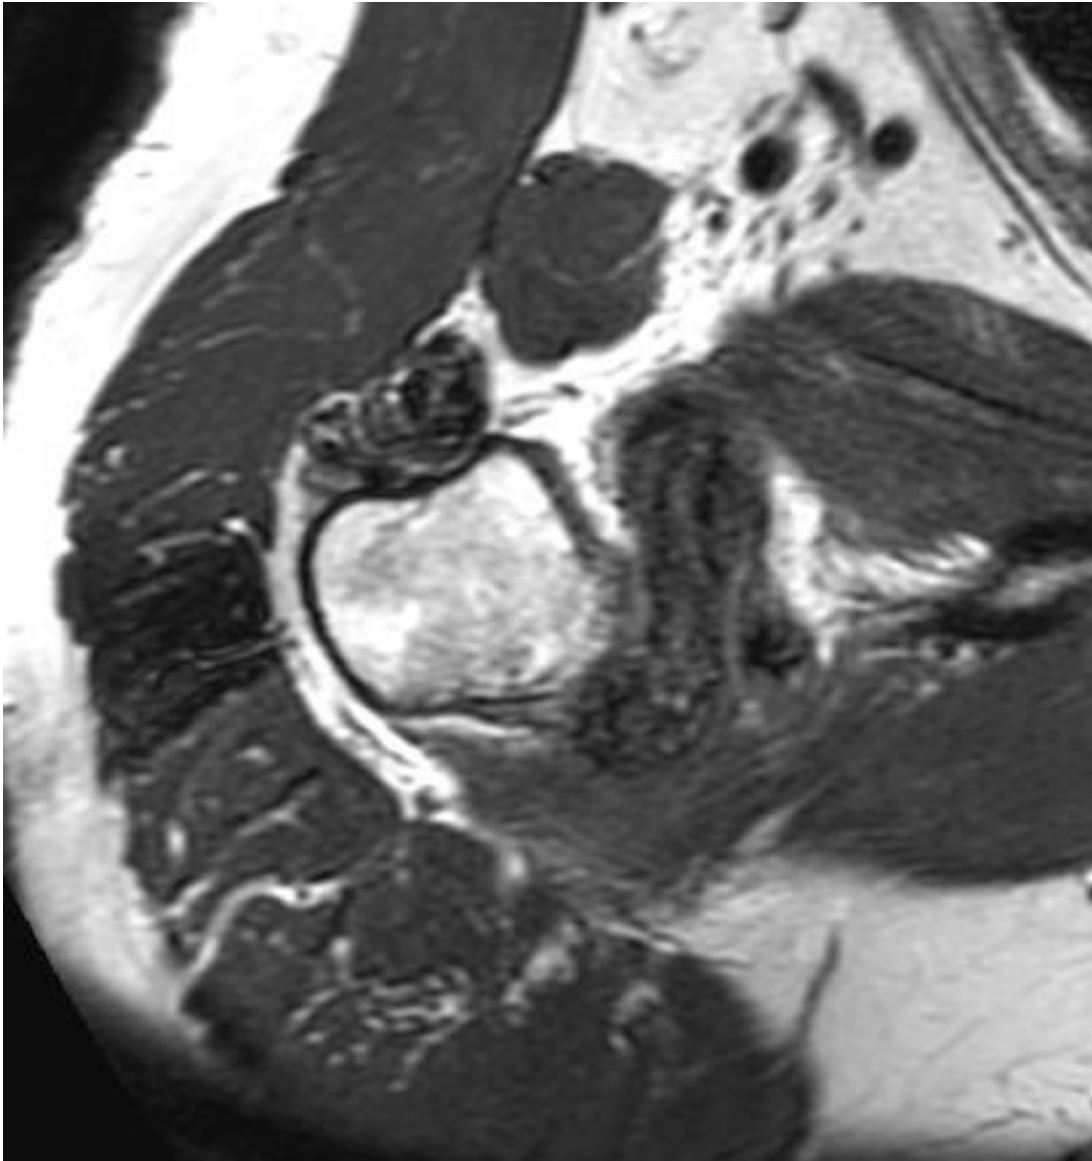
RM de hombro, plano axial: Imagen FSE T2 . Masas de partes blandas de baja intensidad de señal en el receso axilar y en la vaina del tendón largo del bíceps.
